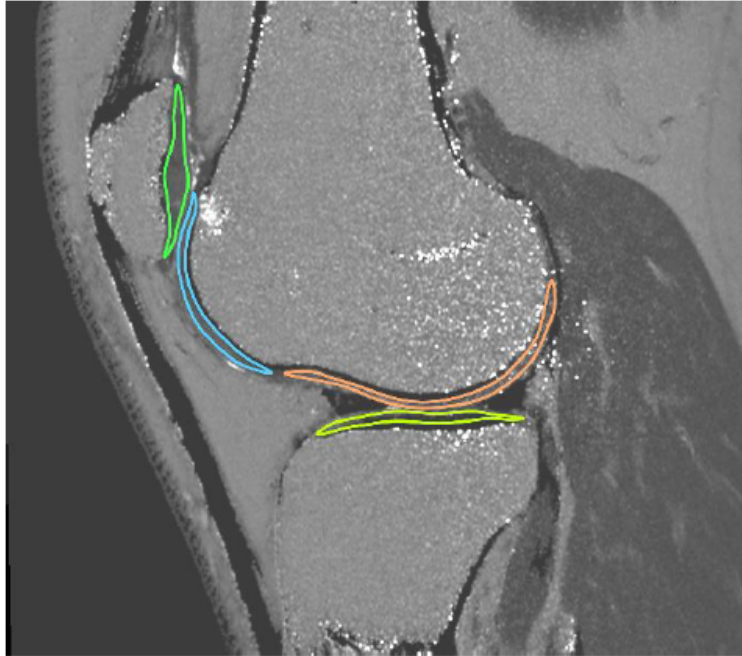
MRT ROI (Region of Interest) beispielhaft an 4 Regionen (grün = PAT; blau = TRO; orange = LFC; gelb = LT) Fotodokumentation der Sportorthopädie und Radiologie Klinikum rechts der Isar München
